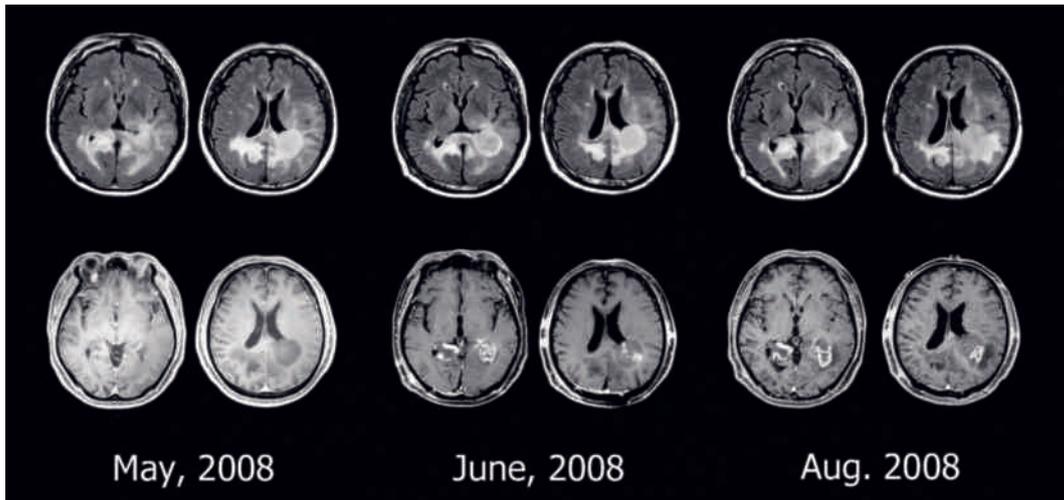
上段：MRI FLAIR 像, 下段：造影 MRI
